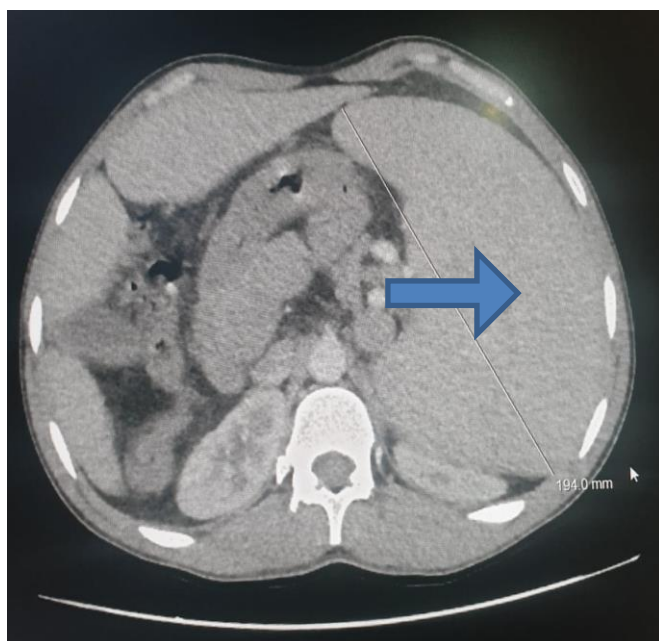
Splénomégalie mesurant 19,4 cm à la TDM abdominale
